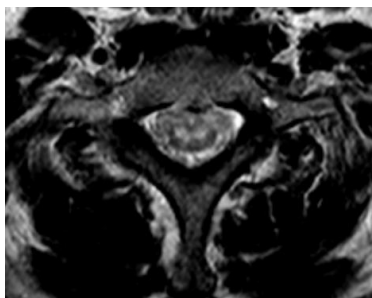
RM cervical axial. Sequência ponderada em T2 mostrando acometimento anterior bilateralmente simétrico, em focos circulares a ovoides ('sinal dos olhos de coruja'), típico de injúria isquêmica no território da artéria espinhal anterior.
